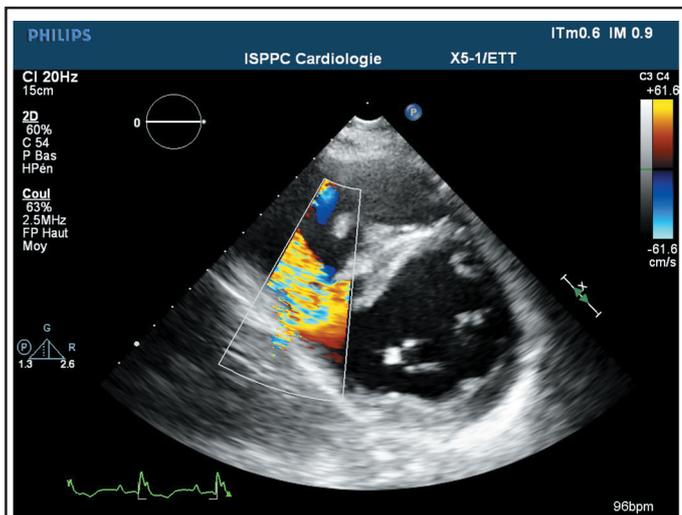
Image échographique en vue parasternale petit axe, révélant en Doppler couleur le massif shunt gauche-droit.
